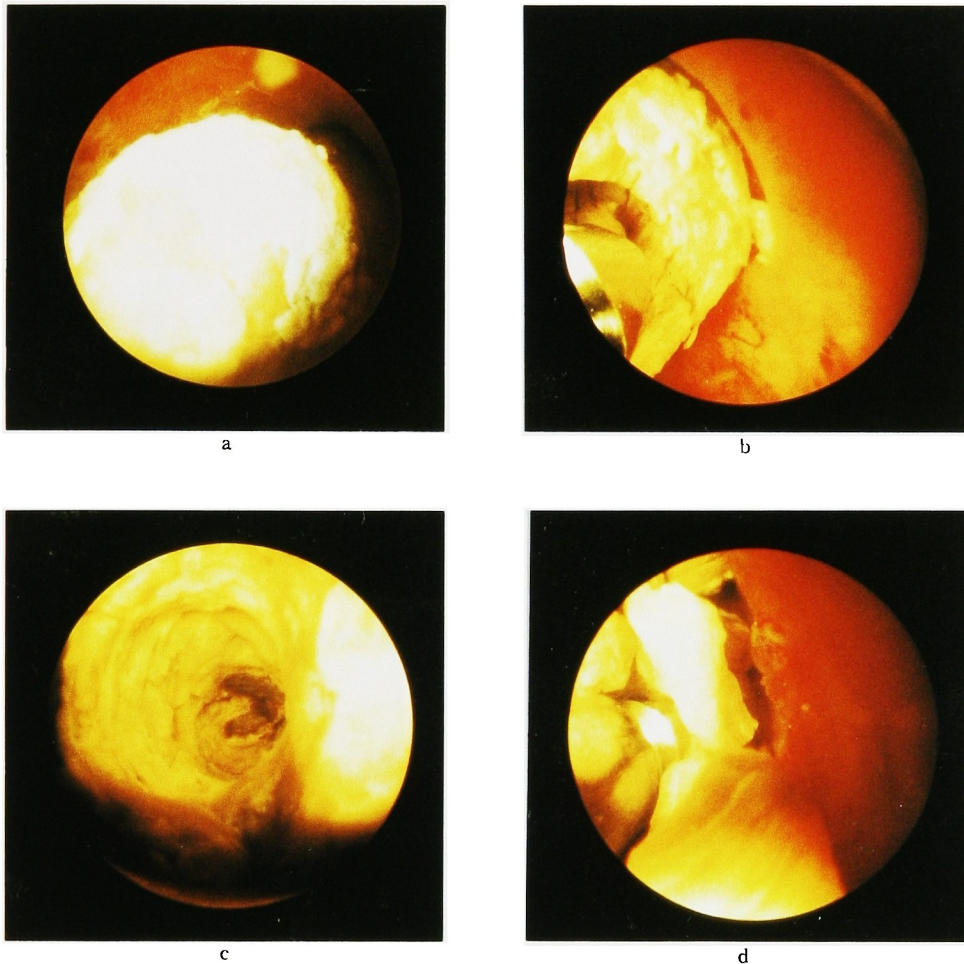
Nephroscopic camera images during ultrasonic lithotripsy. a: Intrapelvic stone, b: Stone applied with the ultrasonic lithotrite, c: The ultrasonic lithotrite dug a concavity in the stone, d: Fragmentation of the stone
